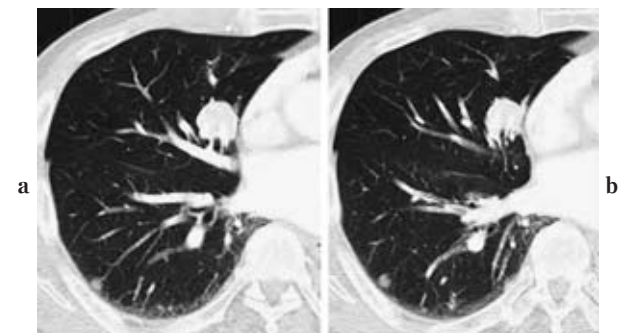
胸部CT所見. a：右肺中葉S⁵に径2.5cm大, b：下葉S⁹に径1cm大の結節性病変を認める.
